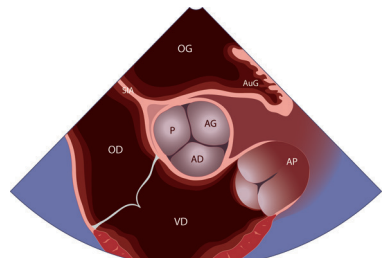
ETT bidimensionnelle. Coupe parasternale gauche petit axe de la base du cœur en diastole (Vidéo V5-2).
